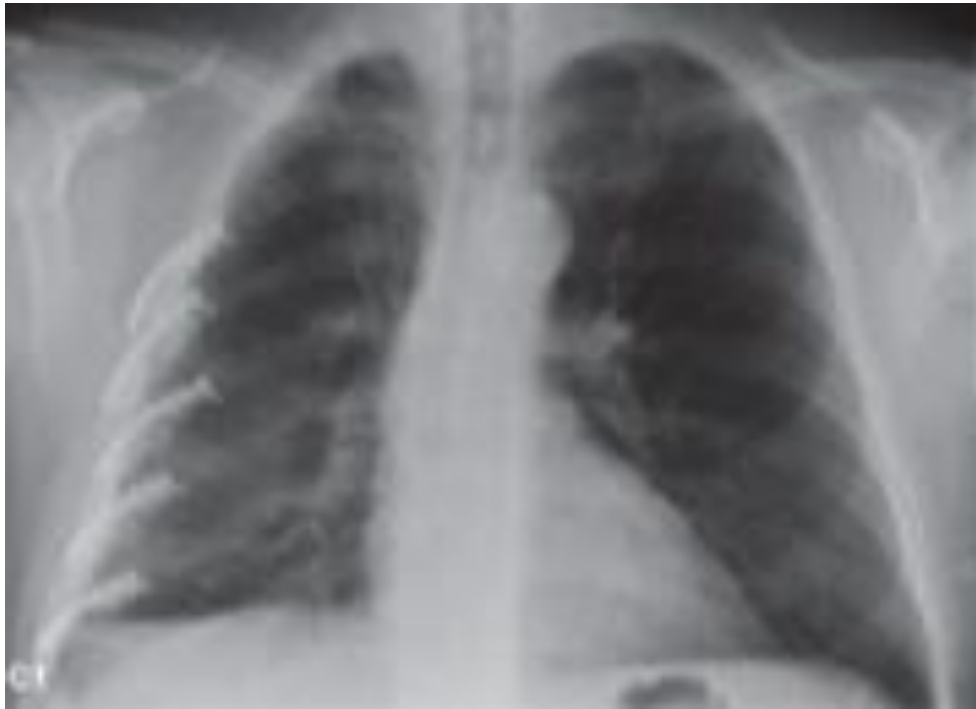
Photo importée du bouquin "Master technique in surgery" montrant l'aspect post-opératoire sur une radiographie de face après ostéosynthèse par plaque en titane [111].
